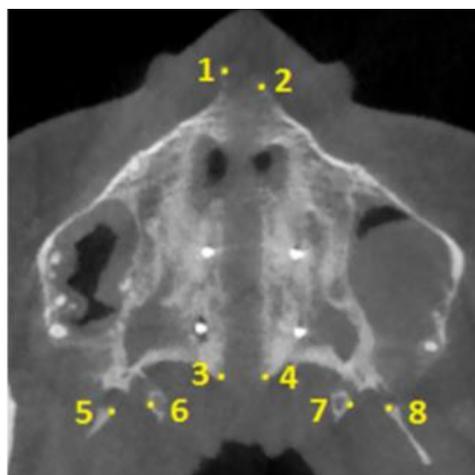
Corte axial de una imagen CBCT. 1: espina nasal anterior derecha, 2: espina nasal anterior izquierda, 3: espina nasal posterior derecha, 4: espina nasal posterior izquierda, 5 y 6: puntos medial y lateral de la placa lateral del proceso pterigoideo derecho y 7 y 8: puntos medial y lateral de la placa lateral del proceso pterigoideo izquierdo (4).
